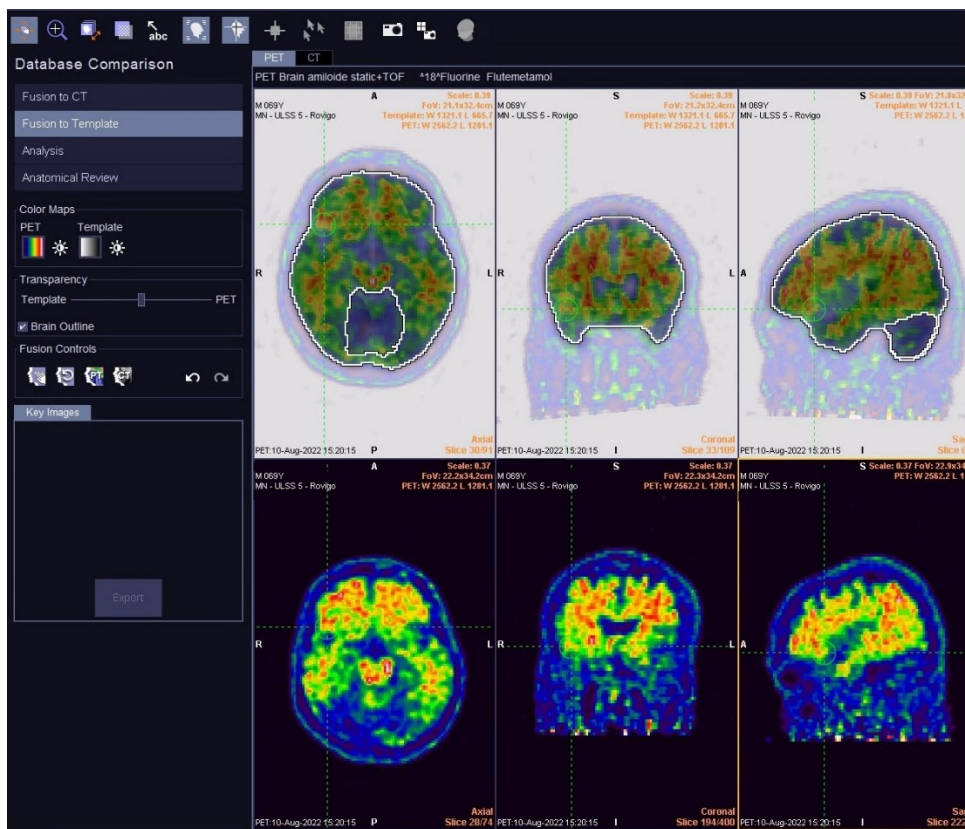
Registrazione affine del dato PET con il Template eseguita dal tool “Database Comparison”
